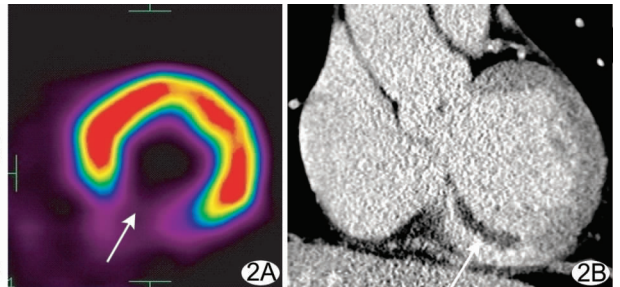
心肌梗死患者, 62 岁 A. ¹⁸F-FDG PET 心肌代谢显像心肌短轴显像示第 3、4 及 9 节段心肌基本无代谢, 为无活性心肌; B. 延迟增强 64 层螺旋 CT 心肌显像心肌短轴层面示 3、4 及 9 节段心肌延迟增强显像 \geq 左心室心肌厚度 50%, 为透壁性梗死, 心肌无活性(箭)
